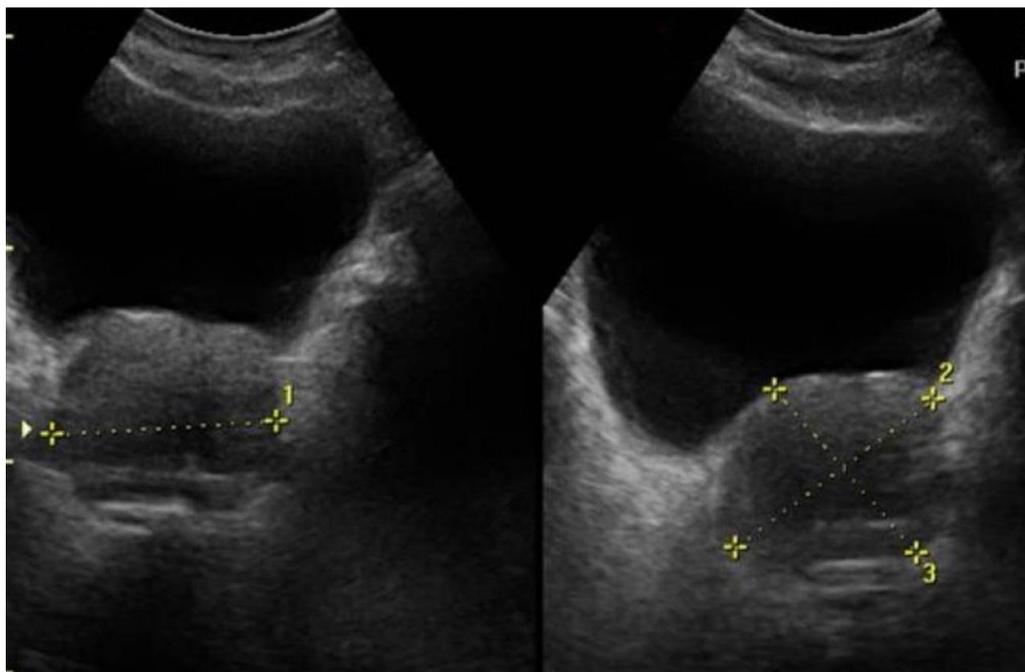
Ecografia prostática supra-púbica
